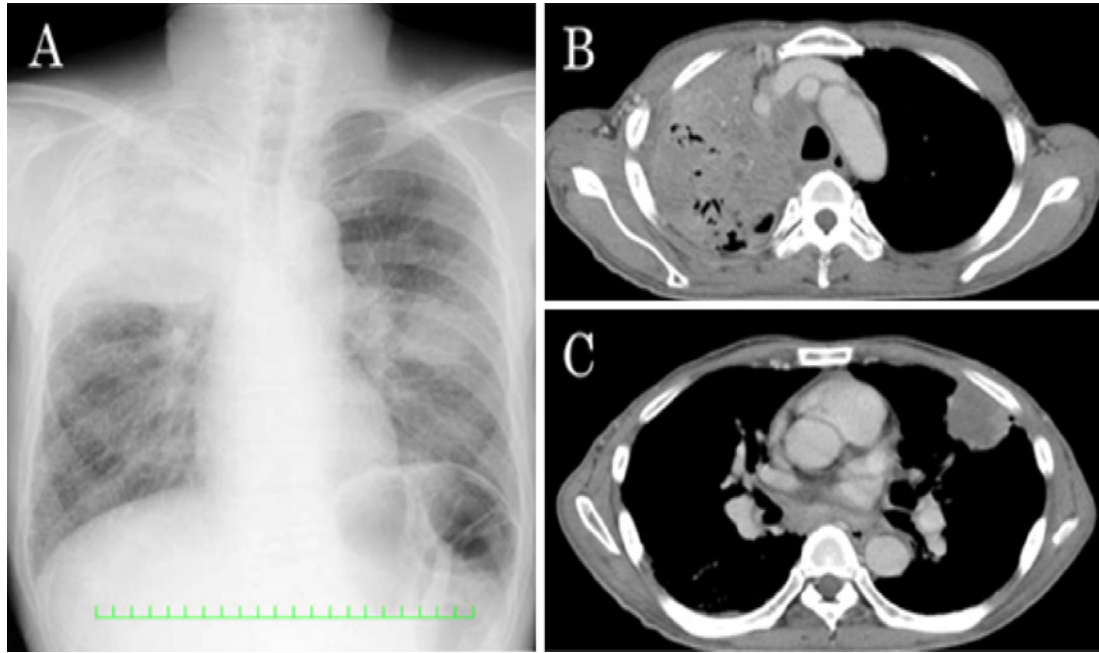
A chest X-ray obtained on admission showed infiltrates in the right upper field and a mass measuring 35 mm in diameter in the left lung field (A). A thoracic CT scan revealed a lump of tumor tissue with swollen lymph nodes in the right pulmonary hilar lesion, which blocked the airway and induced atelectasis in the right upper lobe (B). A mass of approximately 40 mm in diameter was detected in the lingual lymph nodes, causing swelling in the mediastinum and right pleural effusion (C).
